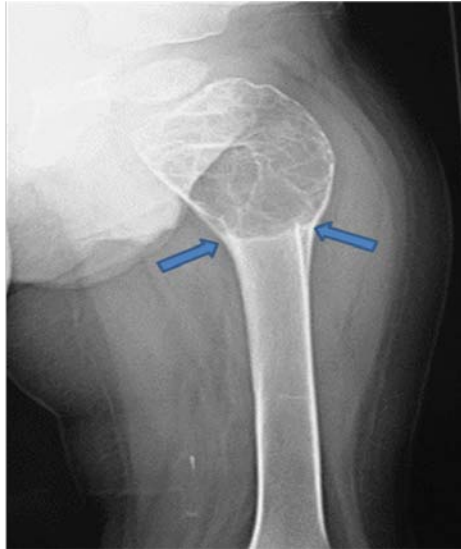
Radiographie de la hanche gauche: Kyste anévrysmal. Lésion métaphysaire centrale lytique multiloculée, responsable d'un amincissement de la corticale au point de raccordement de la tumeur (flèches).
